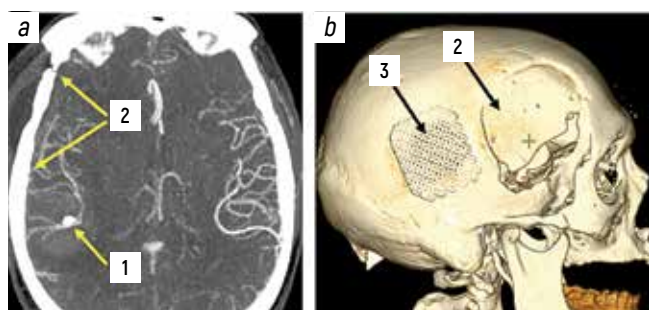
Postoperative photos of a patient: a - computed angiography, axial projection (after 1st surgery); b - 3D reconstruction of computed tomography of the brain (after 2nd surgery): 1 - distal aneurysm of the M3 segment of the right middle cerebral artery; 2 - craniotomy [1st surgery]; 3 - resection trephination, cranioplasty [2nd surgery]
